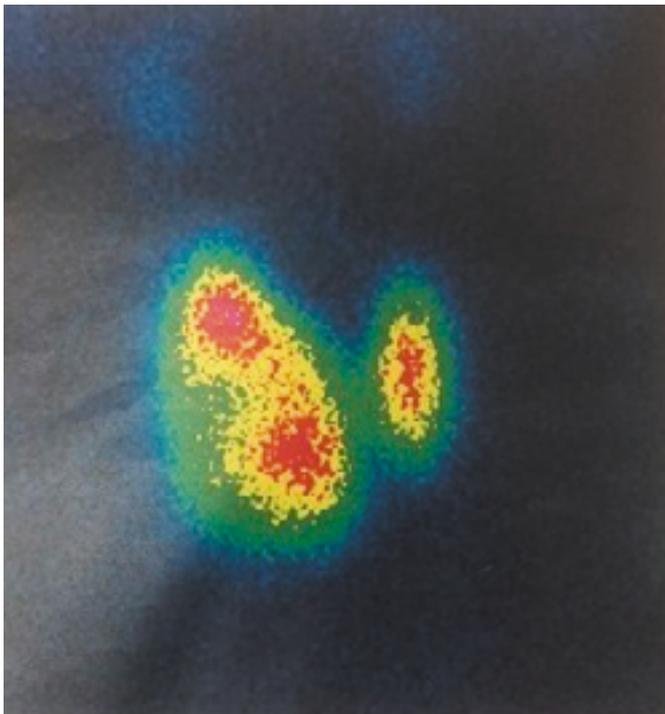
Сцинтиграфия щитовидной железы (до проведения радиойод-терапии).
